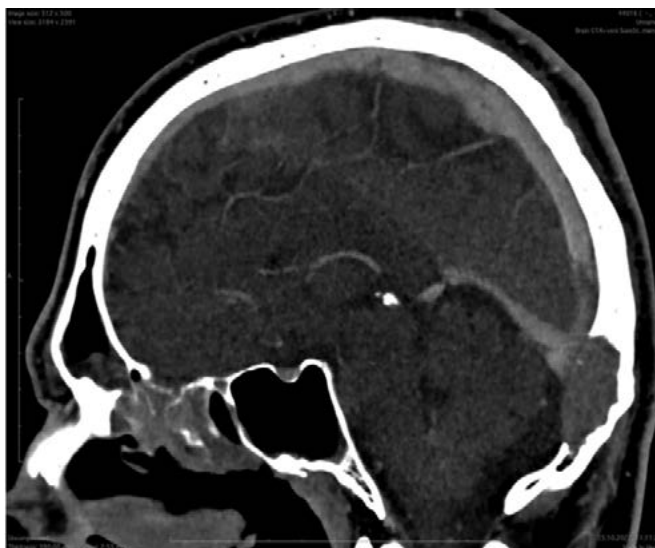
Передопераційне МСКТ, сагітальний зріз
